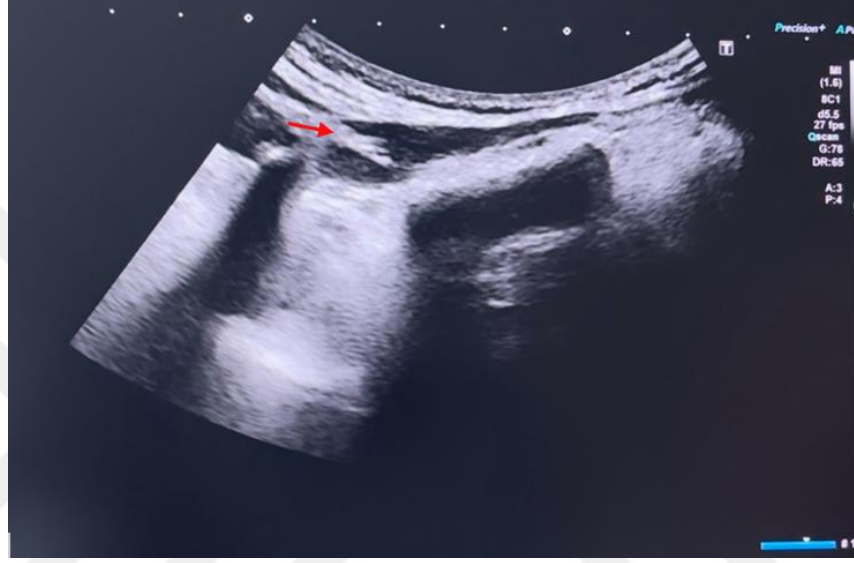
USG ile T-H arası mesafenin dinlenme konumunda ölçümü
